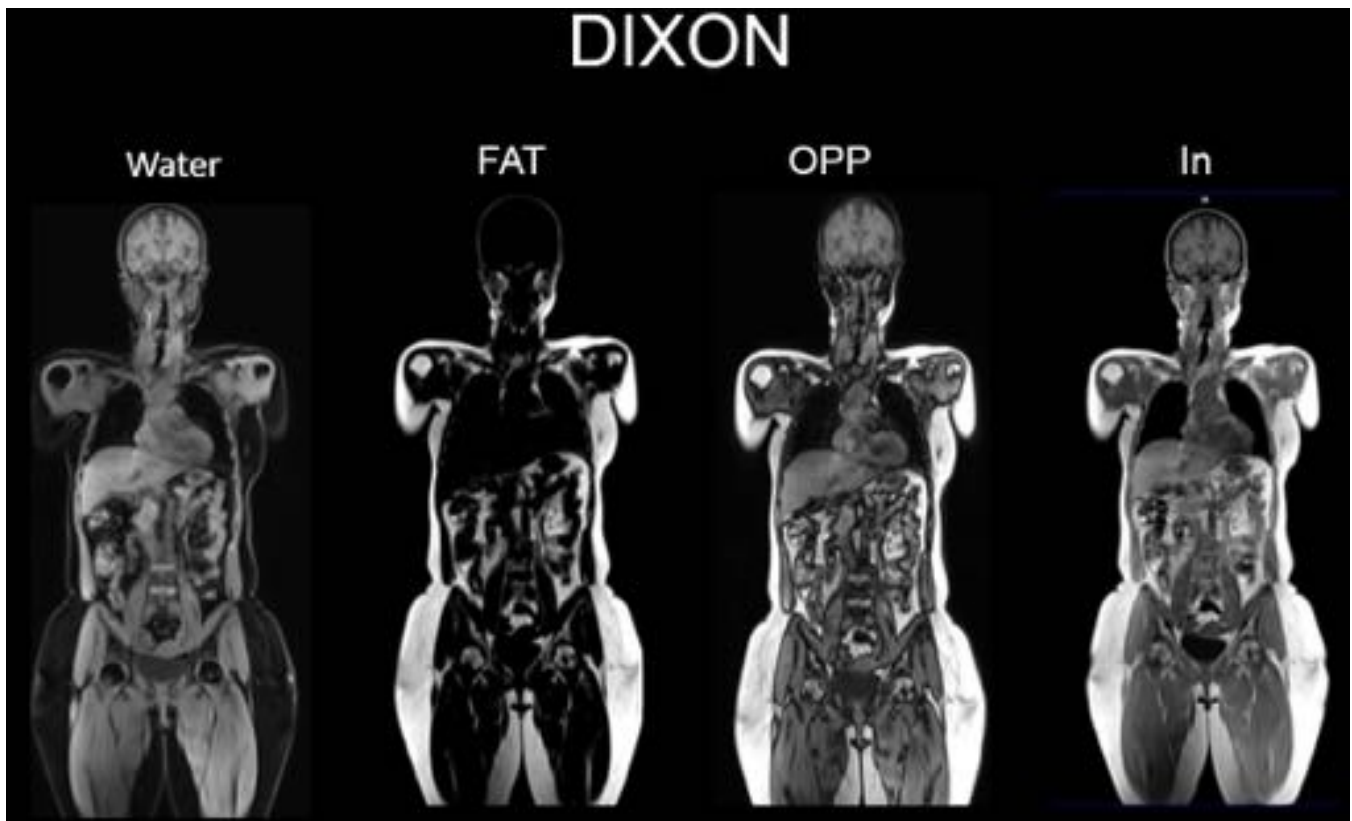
Secuencia Dixon de Siemens. Base para la corrección de atenuación del PET.
